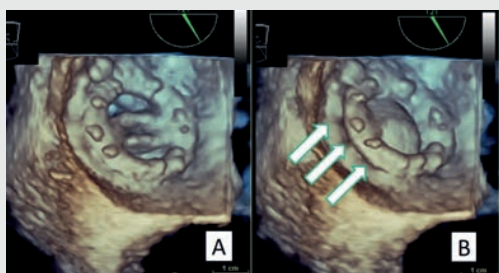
Echocardiographie transoesophagienne du patient montrant une désinsertion de la prothèse avec une fuite paraprothétique modérée à sévère.
